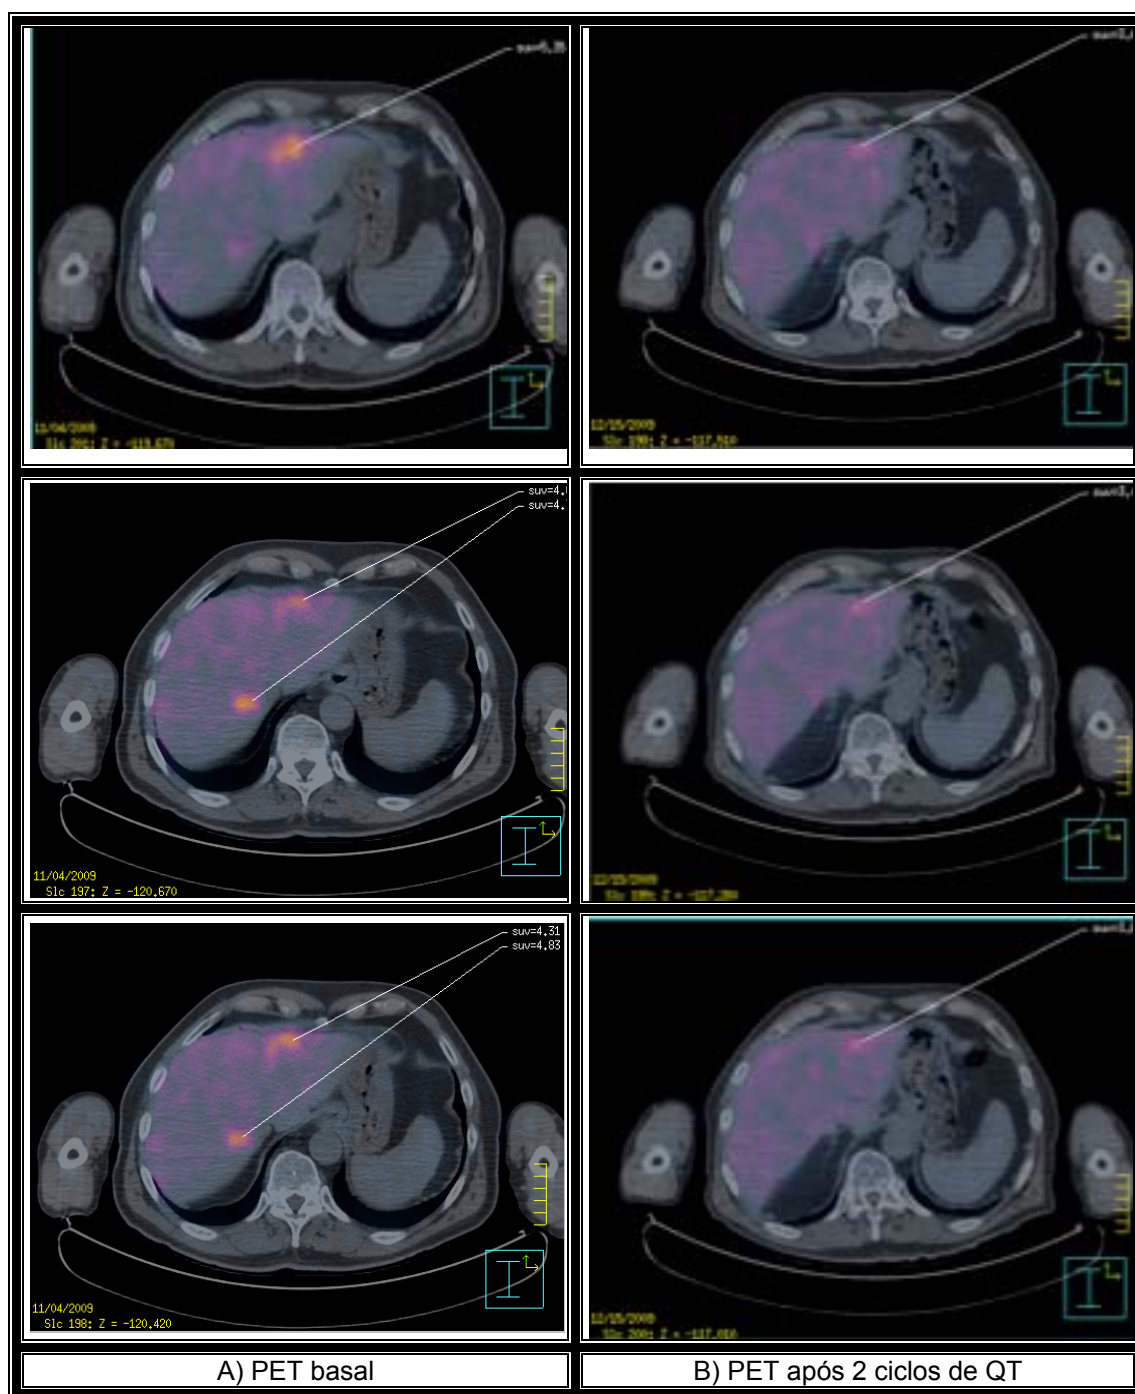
Paciente respondedor com 2 lesões hepáticas: uma apresentou resposta completa e outra resposta parcial (delta SUV -32%)
